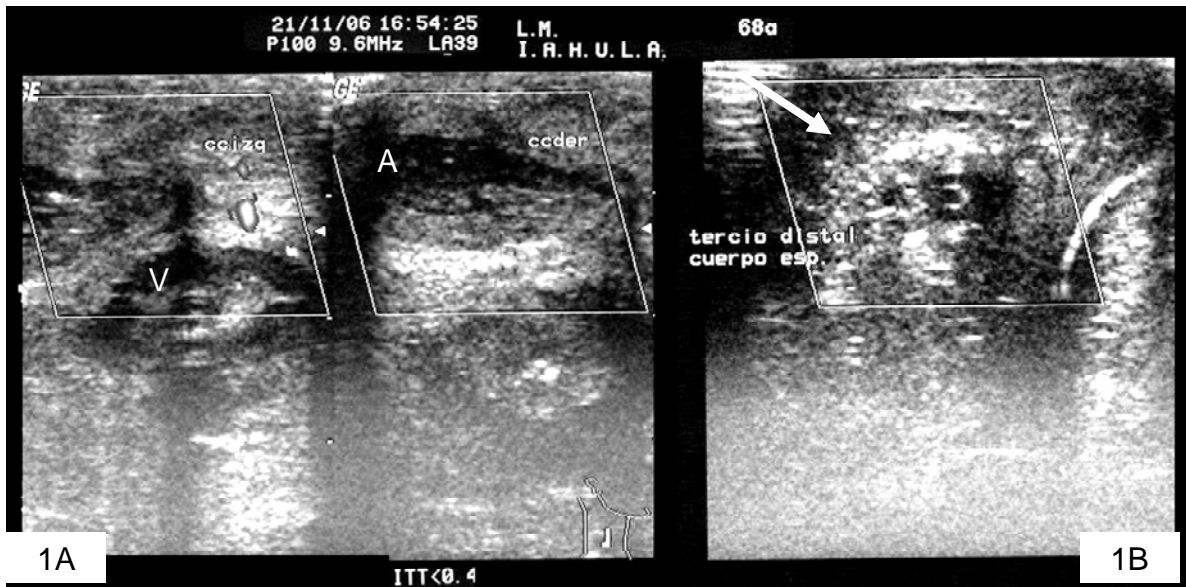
1ª. Composición de Ecodoppler de pene: Vascularidad (V) presente en cuerpo cavernoso izquierdo. Ausencia de vascularidad de cuerpo cavernoso derecho.
